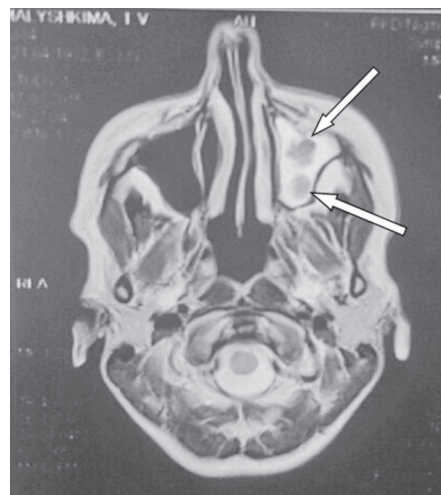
Пациентка М. 34 года, беременность 14 недель. МРТ ОНП. Аксиальная проекция. T2-ВИ. В левой ВЧП снижена пневматизация за счет гиперинтенсивного сигнала, стрелками указаны участки гипоинтенсивного сигнала
